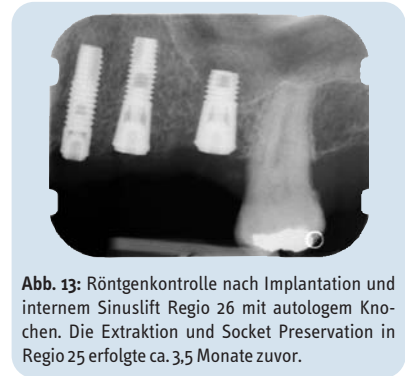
Röntgenkontrolle nach Implantation und internem Sinuslift Regio 26 mit autologem Knochen. Die Exzision und Socket Preservation in Regio 25 erfolgte ca. 3,5 Monate zuvor.
